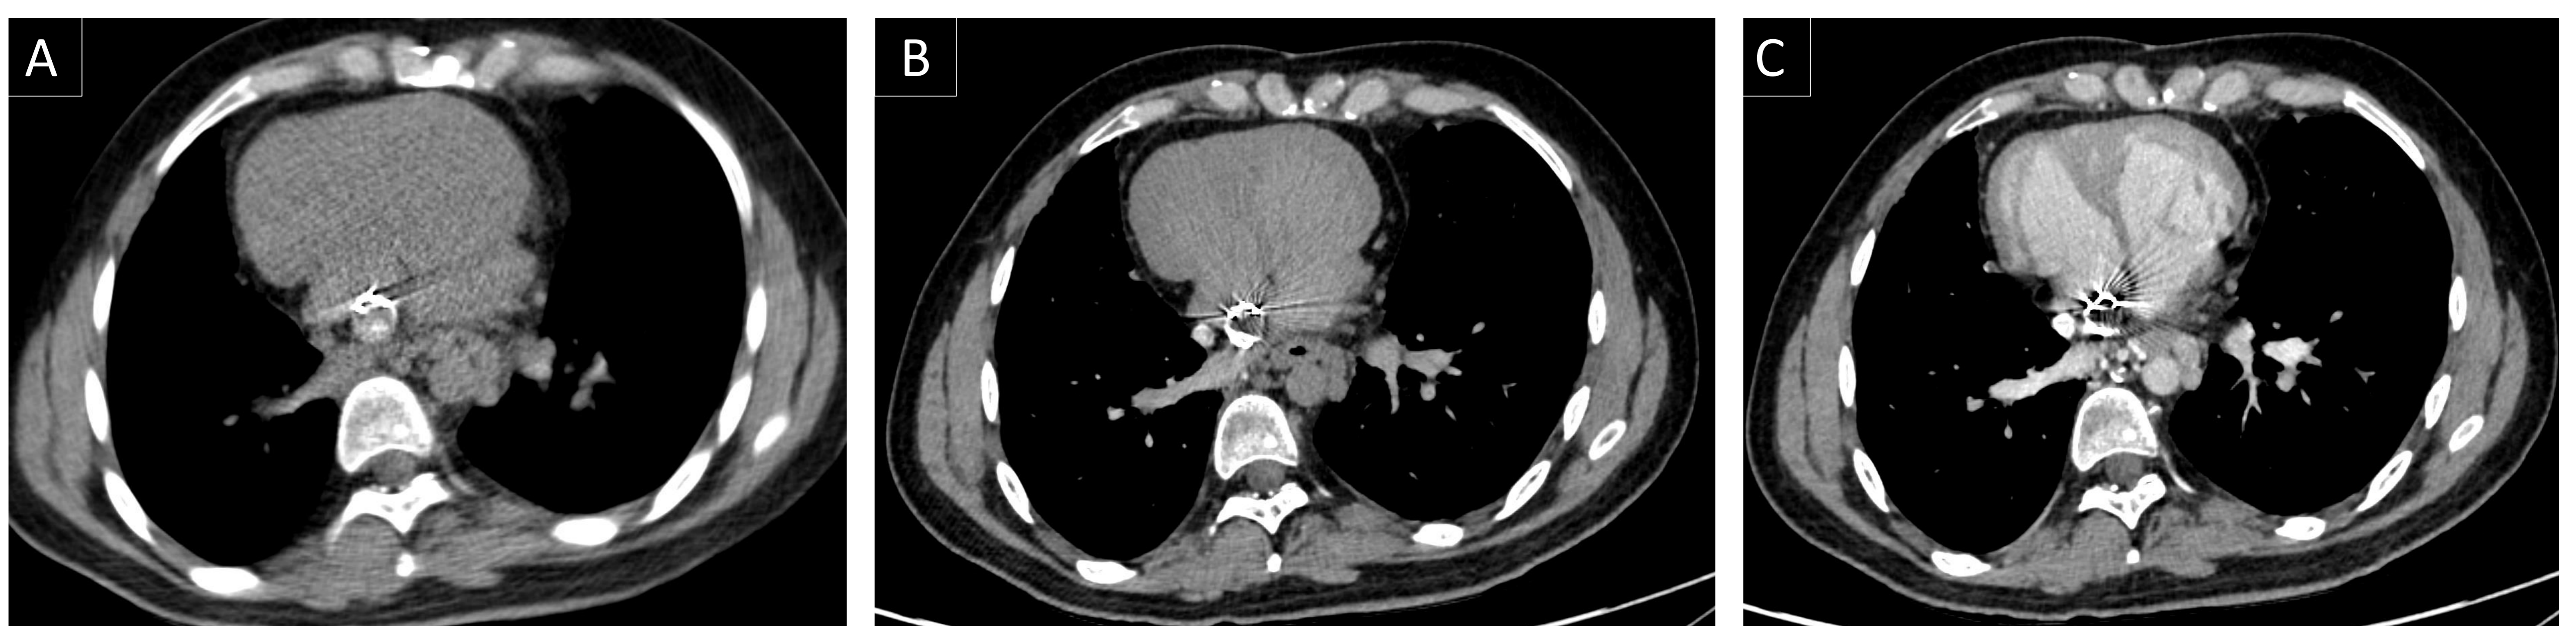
Paciente con atresia pulmonar y CF con fenestraciones. Presenta cianosis y desaturación. Tras descartar TEP se realiza TC con CIV administrado por MMII para valorar permeabilidad de las fenestraciones. A. SMART PREP con el corte a la altura de las fenestraciones. B. Fase precoz donde no se objetiva paso de contraste a la AD. C. Fase tardía, homogeneidad del contraste en cavidades cardiacas. Se descartó esta posibilidad.
